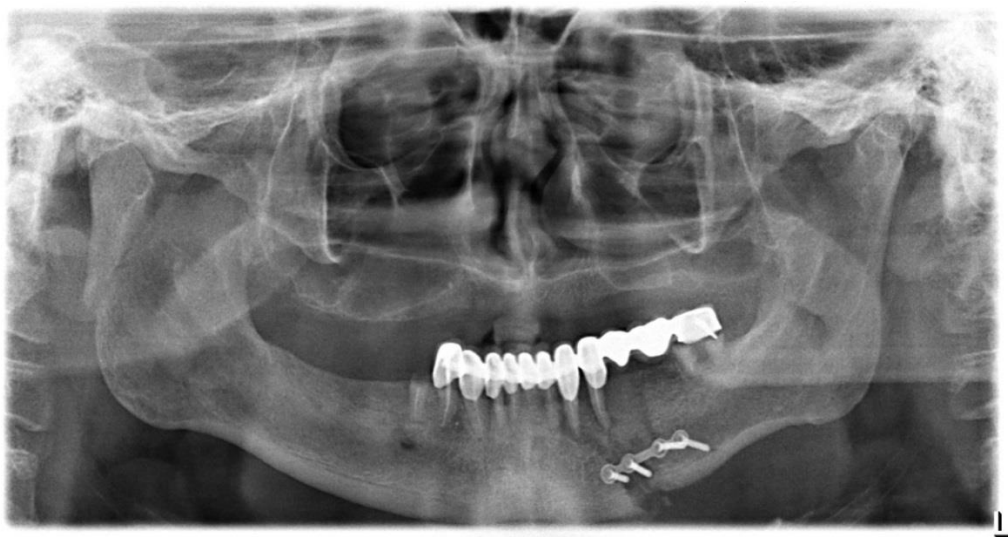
Ортопантомограмма пациента. Визуализируется расхождение отломков, резорбция костной ткани в области перелома. Рентгенологические признаки остеомиелита нижней челюсти
